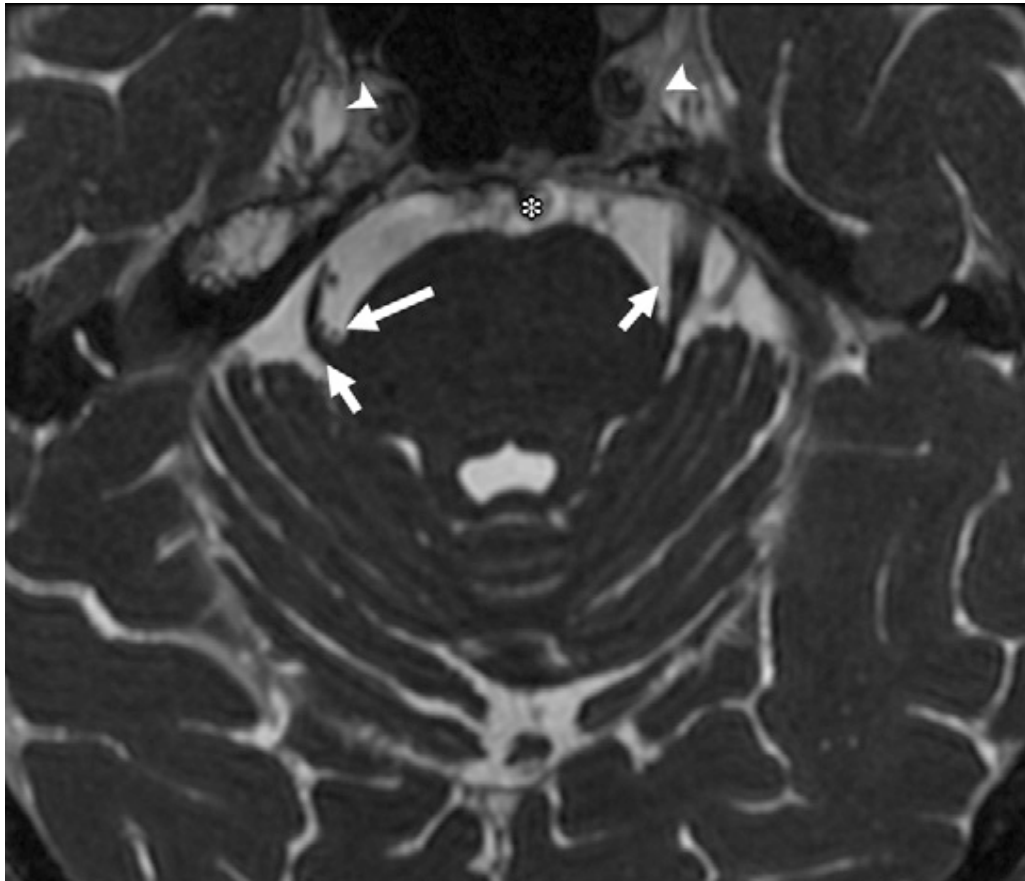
Coupe axiale d'une IRM encéphalique en séquence T2 3D haute résolution (FIESTA) chez un patient de 58 ans avec névralgie trigéminal droite [46]. L'image montre les 2 nerfs trijumeaux quittant la protubérance avec leur trajet cisternal (petites flèches). À droite, une boucle de l'artère cérébelleuse supérieure comprime et dévie le trijumeau en latéral et en postérieur. La grande flèche montre le siège du conflit vasculonerveux. Ces données ont été confirmées en peropératoire par la suite. L'artère basilaire (*) et la portion caverneuse des artères carotides internes (tête de flèche) sont également visualisées.
